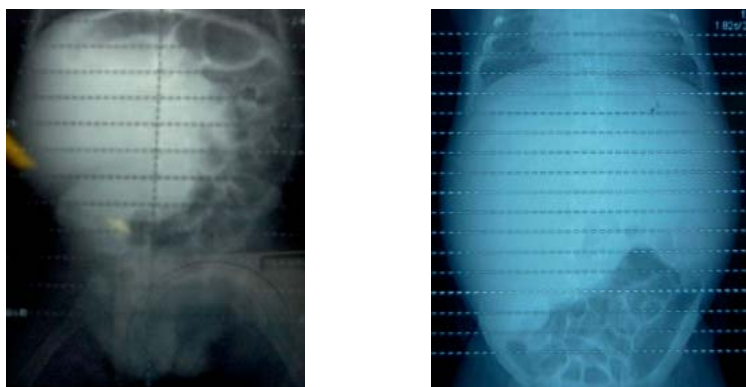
Radiografia abdominală în poziția verticală
